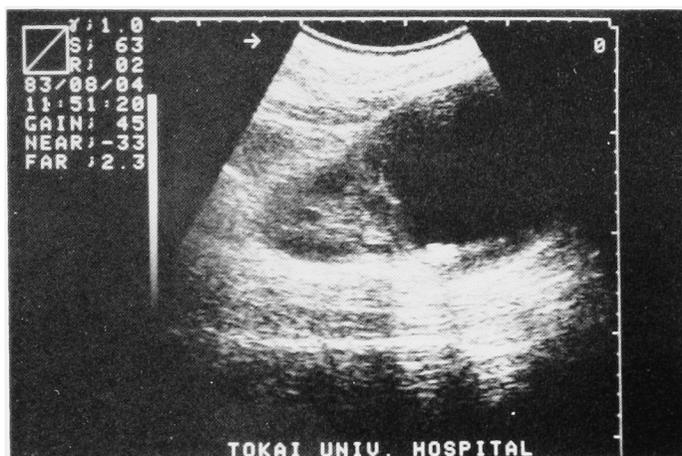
超音波検査；右腎上極に 8.9×9.8 cm の cyst あり，acoustic shadow 認める
